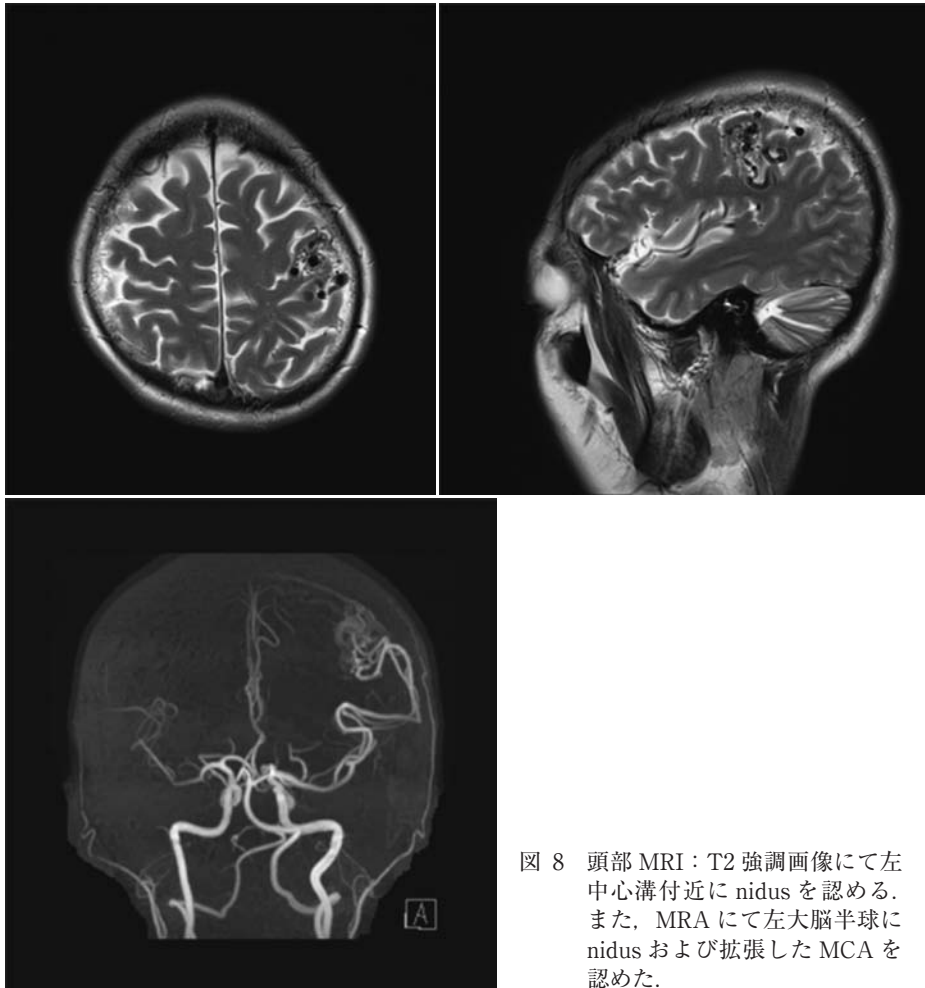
頭部 MRI：T2 強調画像にて左中心溝付近に nidus を認める．また，MRA にて左大脳半球に nidus および拡張した MCA を認めた．
